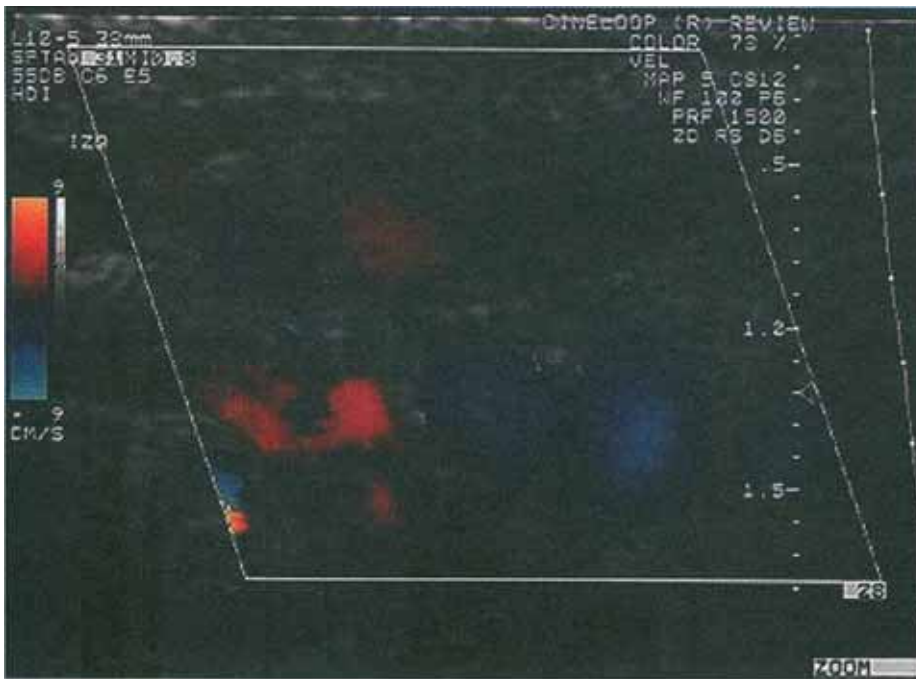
Ultrasonido Doppler a color de un varicocele.
